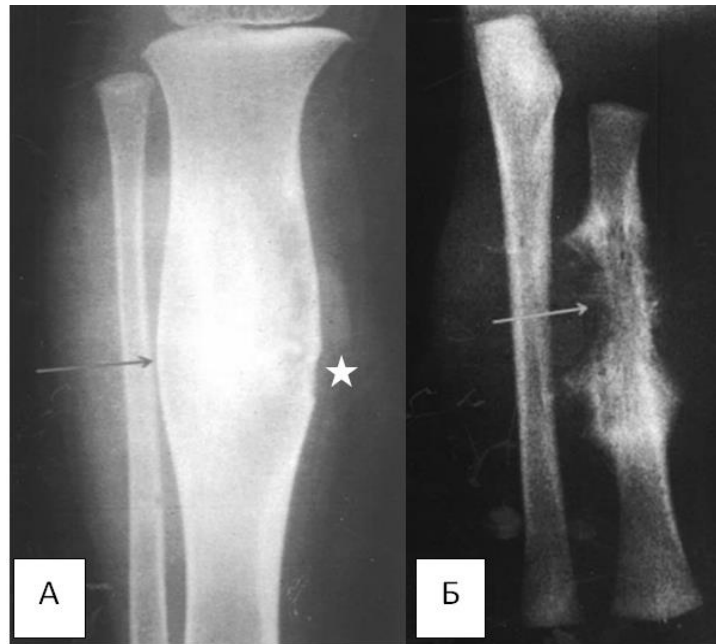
Варіанти остеохондроміксому (ОХМ). Рентгенограми кісток гомілки в прямій проекції різних хворих – на першій рентгенограмі (А) визначається гіперостоз діафіза великогомілкової кістки, який супроводжується обмеженою деструкцією коркового шару (зірочка) і великим веретеноподібним м'якотканинним компонентом. На другій рентгенограмі (Б) зміни променевої кістки обумовлені нерівномірною деструкцією кортикального шару, агресивною реакцією окістя і також м'якотканинним компонентом.
